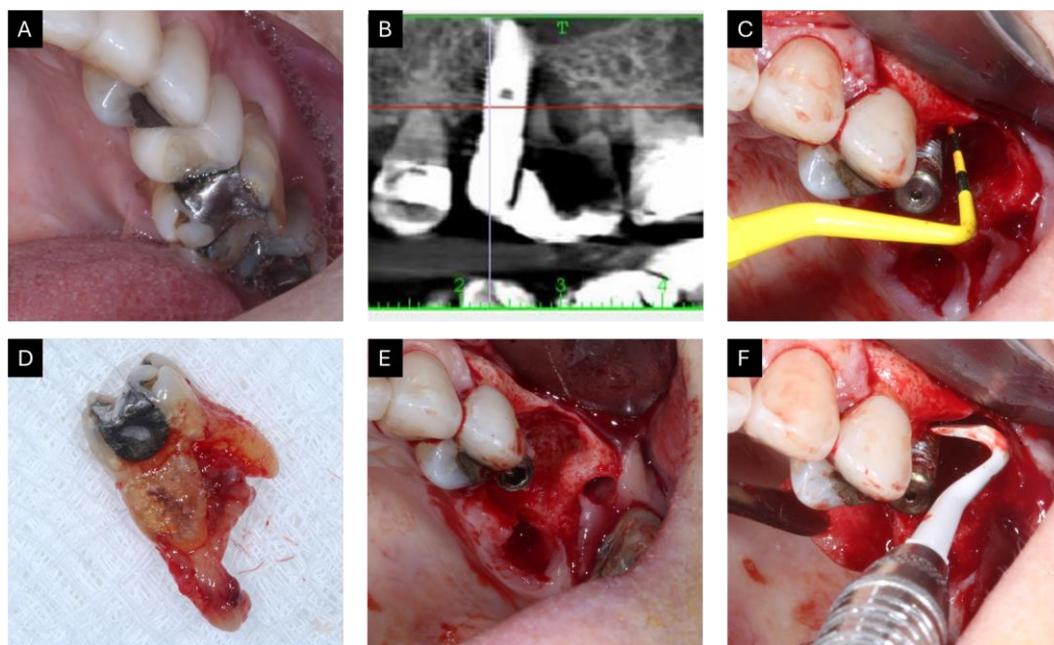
A. Aspecto clínico intraoral. B. Tomografia computadorizada. C. Sondagem da região peri-implantar. D. Elemento 26 com lesão periapical. E. Descontaminação mecânica através da cureta de Teflon. F. Visualização do defeito ósseo e alvéolo dentário após rebatimento de retalho.
